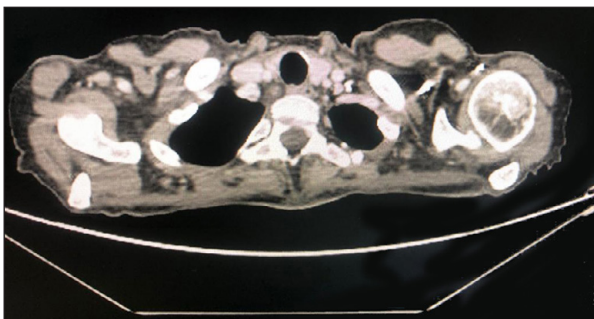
En la tomografía computarizada cervicotorácica se aprecia aumento de tejido linfoidal a nivel faríngeo y adenopatías cervicales subcéntricas bilaterales y paratraqueales.
